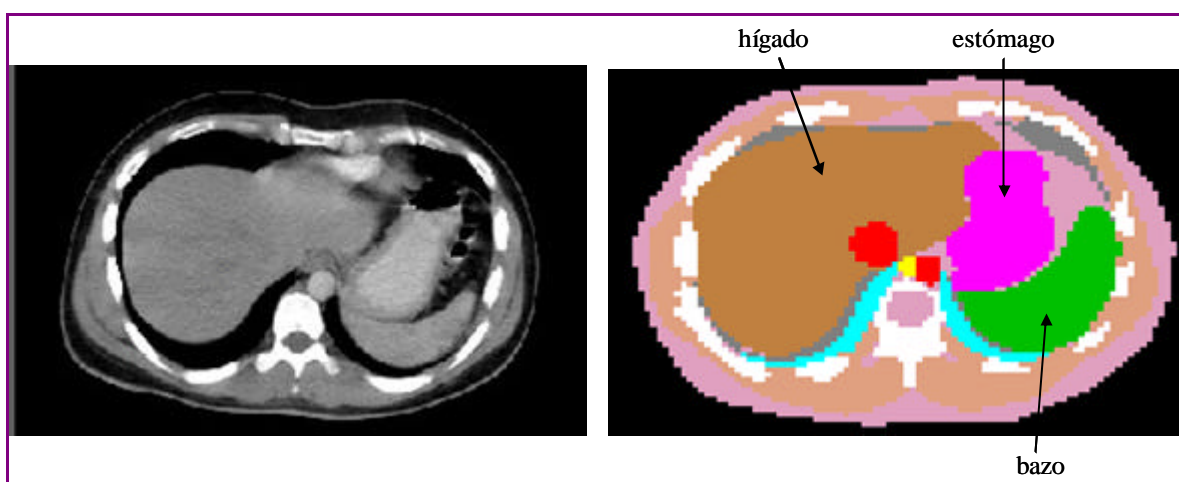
A la izquierda, imagen de tomografía computerizada de un corte abdominal y a la derecha una imagen ya segmentada.
